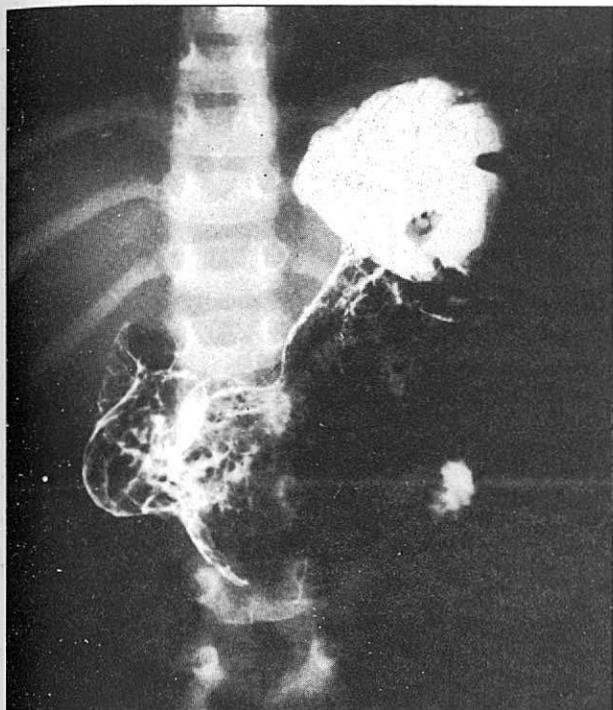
Imagen de la radiografía de estómago en la que se reconocen pliegues irregulares gruesos y pequeños módulos polipoideos.
